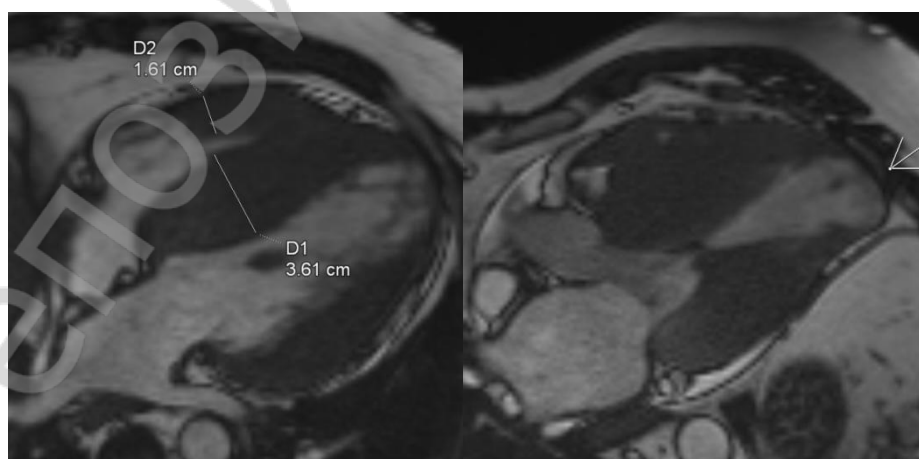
МРТ сердца. Кино-мрт, трехкамерная проекция ЛЖ - гипертрофия миокарда ЛЖ с максимальной толщиной МЖП до 36 мм, гипертрофия миокарда ПЖ. Признаки систолического сужения полости ЛЖ в среднем сегменте. Аневризма верхушки ЛЖ (указана стрелкой)
